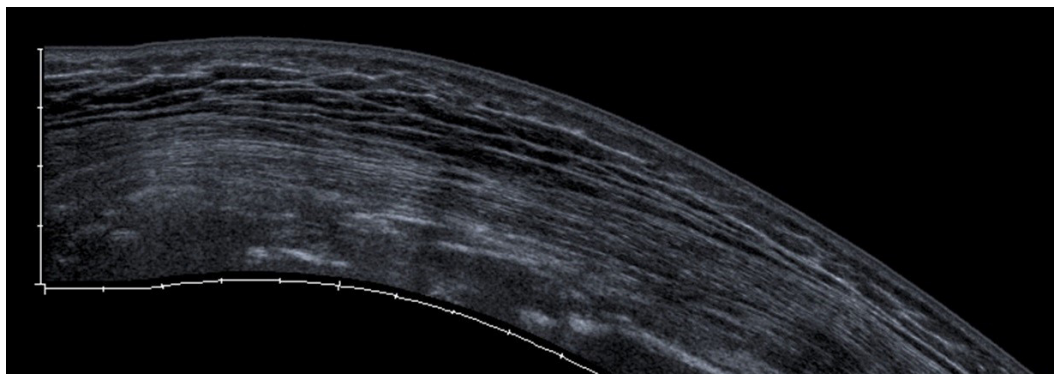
Extendido ultrasonográfico de fémur proximal previo a biopsia percutánea
